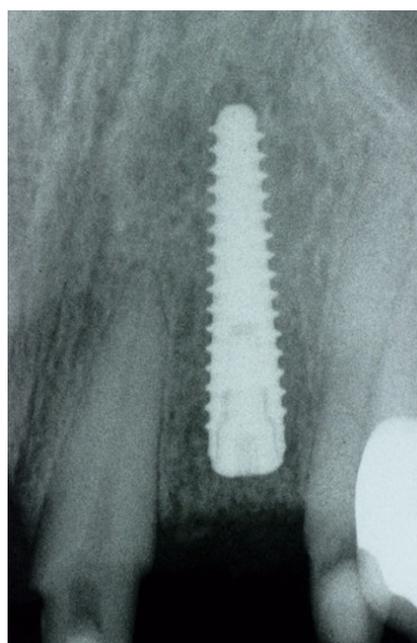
Рентгеновский снимок сразу после установки имплантата.
